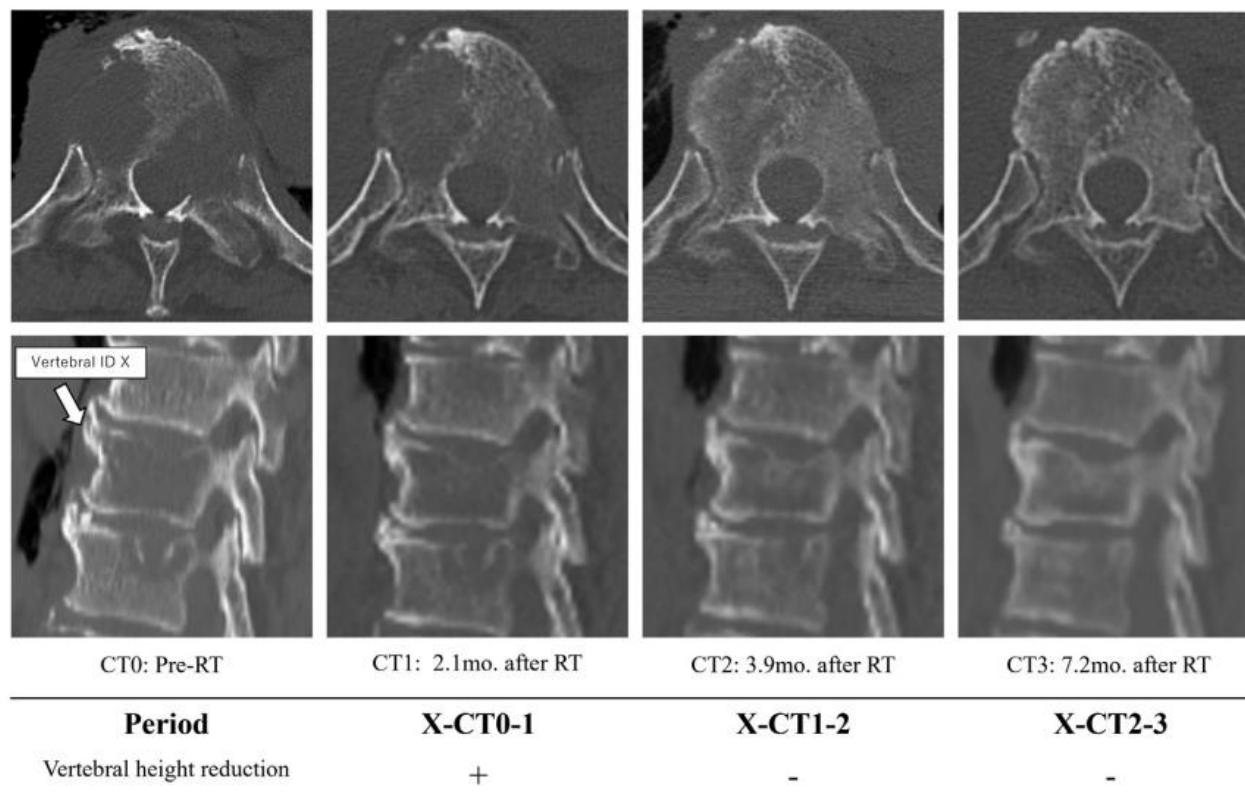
Vertebral ID X: 66-year-old female, T10 metastasis of lung cancer (arrow). The image shows a vertebral body height reduction between the X-CT0-1. The height is maintained during the subsequent period.
